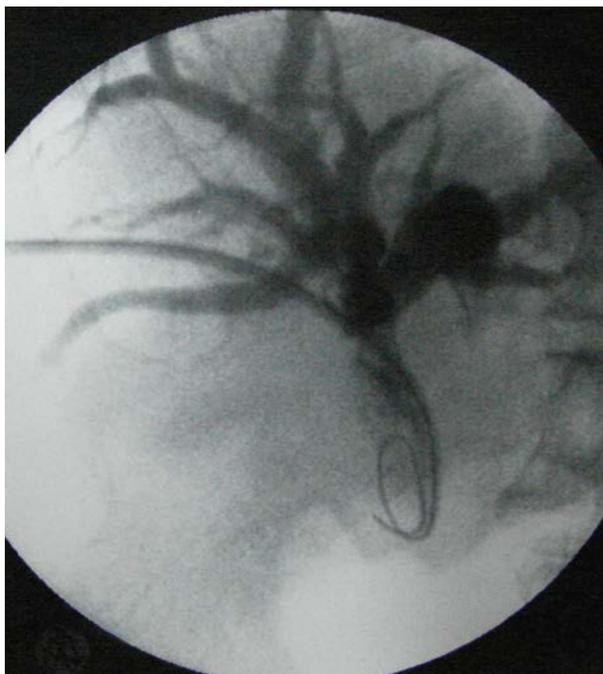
Рентгенохолангиограммы больного С. Контрольная холангиограмма через чрескожный чреспеченочный дренаж
